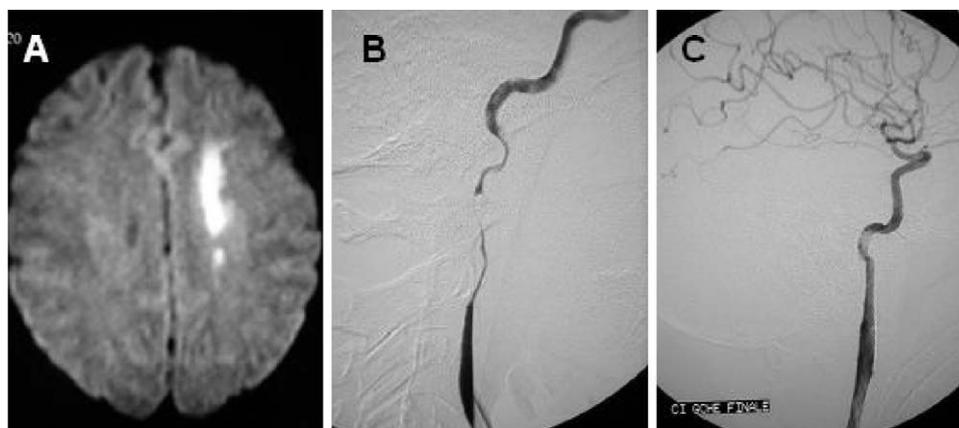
A. Patiente de 36ans avec un infarctus hémodynamique hémisphérique gauche à l'IRM cérébrale en diffusion. B. L'artériographie montre une dissection carotide gauche sténosante. C. Artériographie de contrôle après stenting de l'artère carotide interne disséquée.
